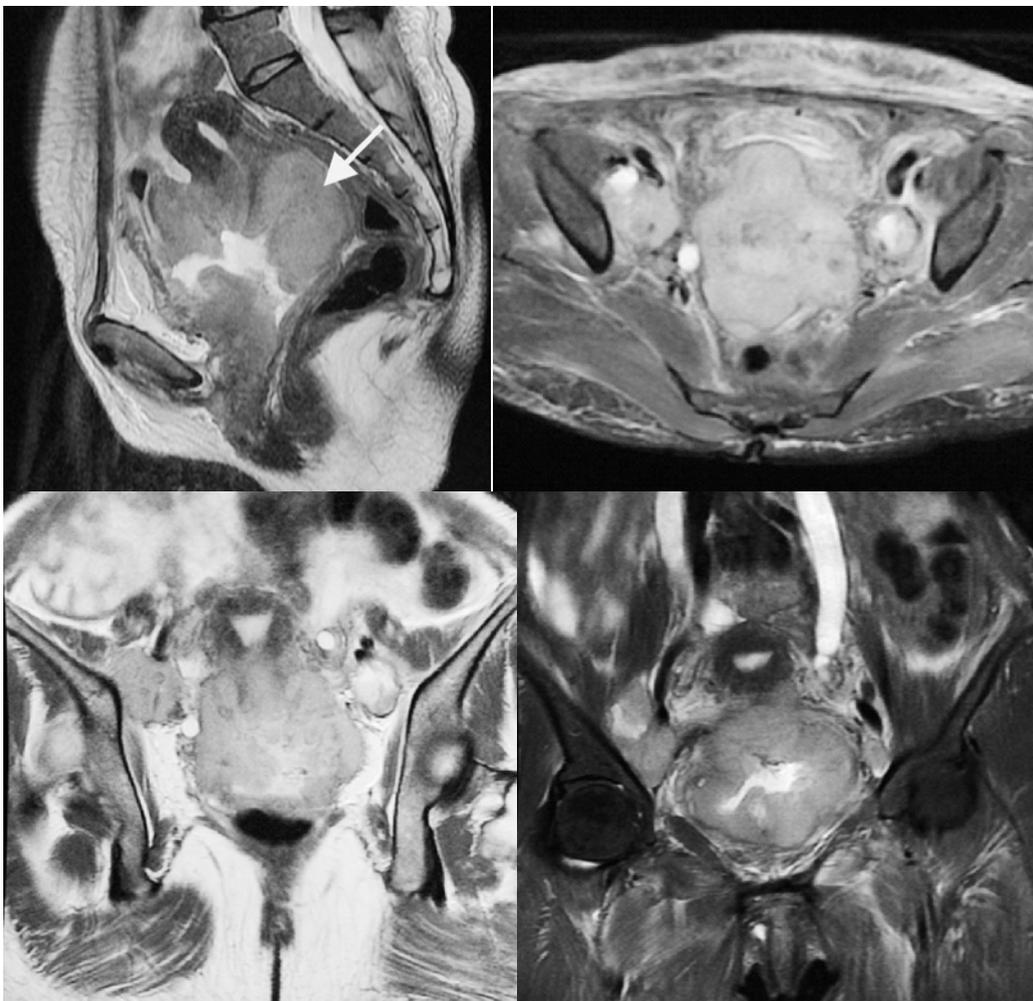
Paciente con CaCu, imágenes de RM, sagital T2, axial STIR, coronales en T2 y T2 FS. Se observa neoformación (flecha) que rebasa los 8 cm, con involucro de la pared vesical con comunicación fistulosa, conglomerados ganglionares bilaterales e involucro de ambos uréteres, los cuales muestran dilatación.
